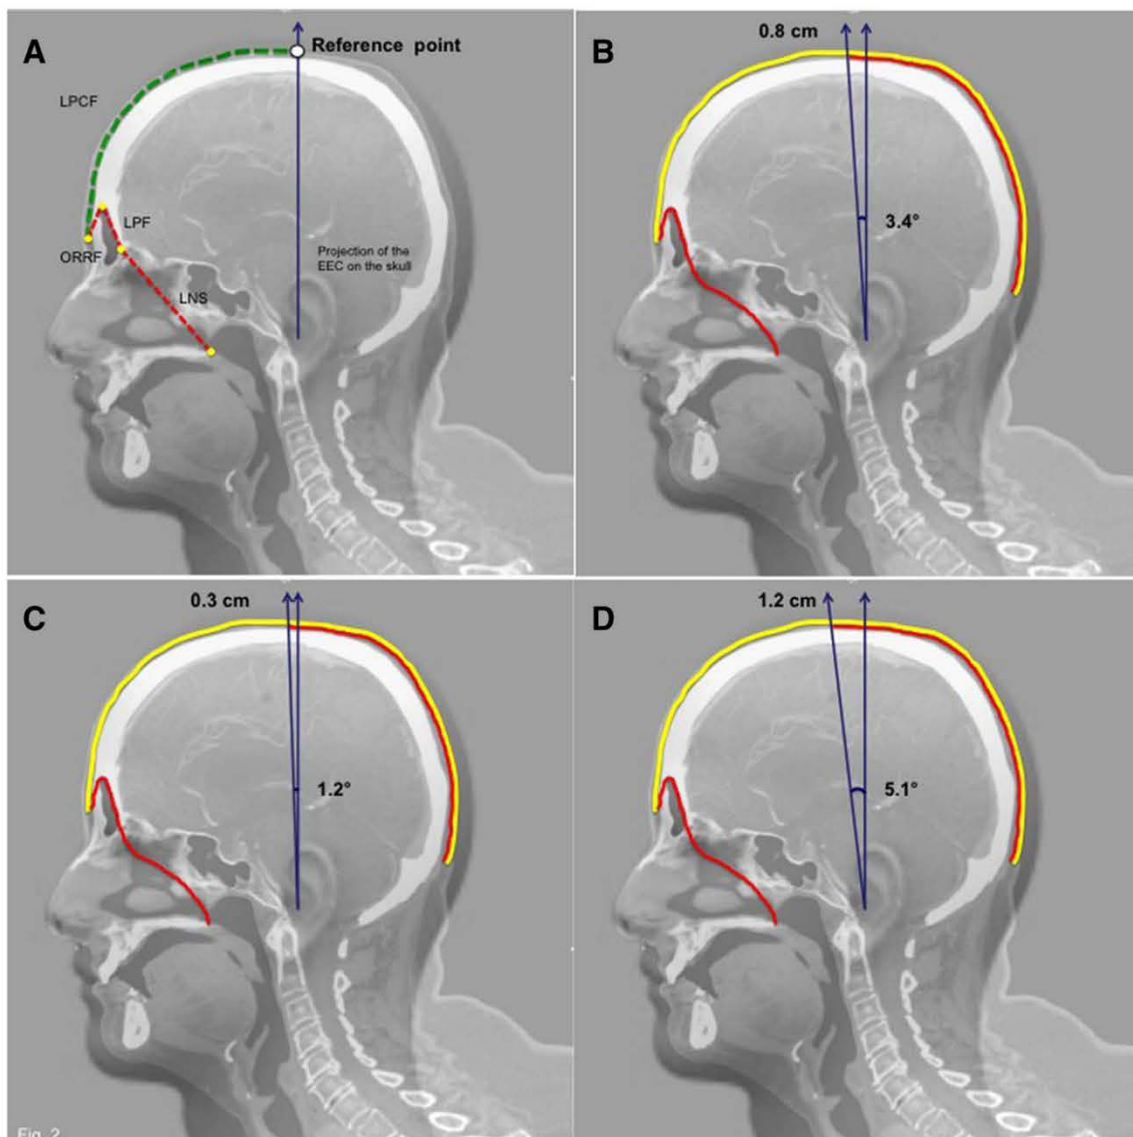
Measurements performed in the computed tomography scan study in the midline of the sagittal plane. (A) ORRF, LPF, LNS, and LPCF. (B–D) Yellow line: Skin. Red line: Pericranial flap. Blue line: The angle from the reference point to the limit of the flap needed to reconstruct the entire nasal septum. (B) Total measurements. (C) Male measurements. (D) Female measurements. EEC = external ear canal; LNS = length of the nasal septum; LPCF = length of the pericranial flap to the reference point; LPF = length of the posterior wall of the frontal sinus; ORRF = orbital rim to the roof of the frontal sinus. [Color figure can be viewed in the online issue, which is available at [www.laryngoscope.com](http://www.laryngoscope.com).]
